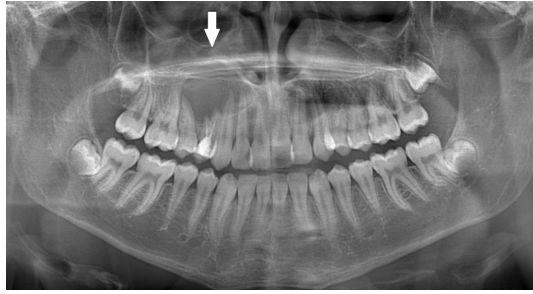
Preoperatif OPG (I) ve BT Görüntüleri (II, III, IV). Beyaz Ok: Sağ maksiller sinüsteki radiküler kist
